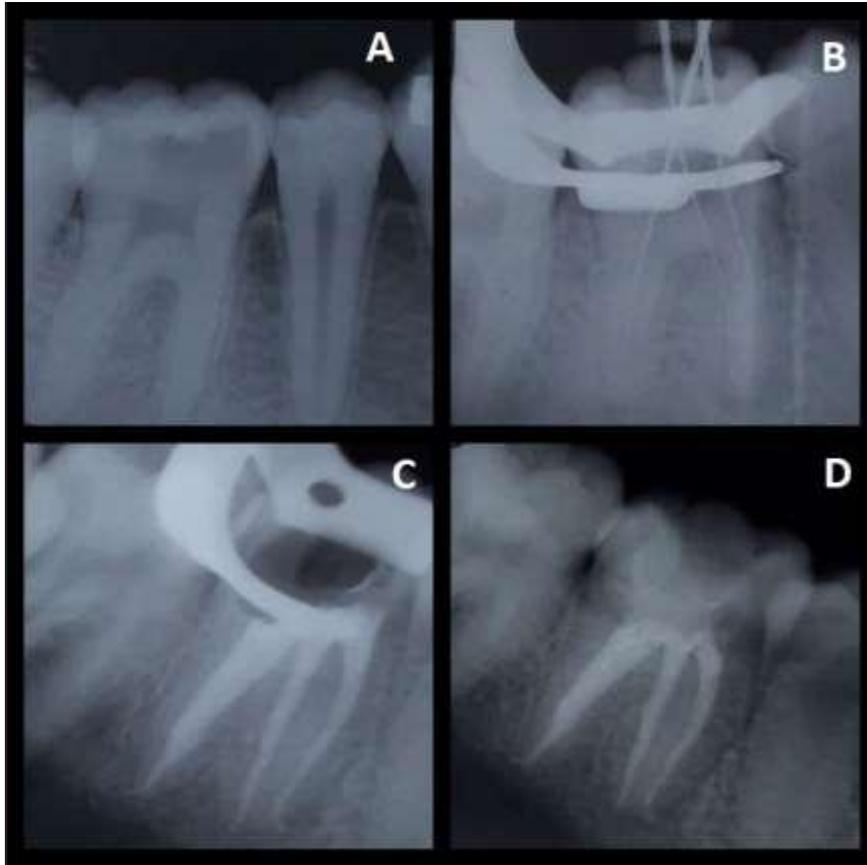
A – Radiografia inicial. B- Radiografia de odontometria. C- Radiografia de prova de obturação. D – Radiografia final.
